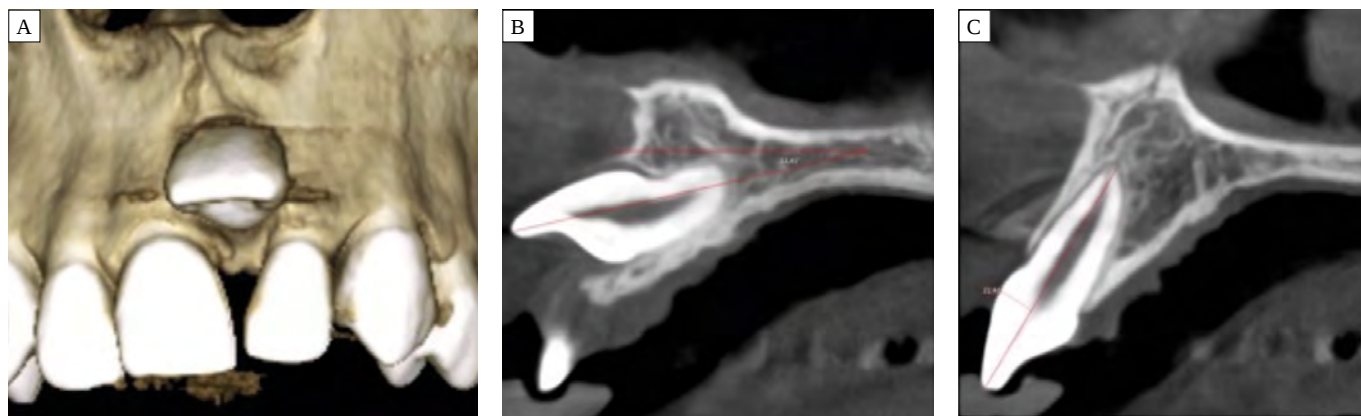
Estudio CBCT inicial (A). Angulación de 12,41 (B). Tabla vestibular delgada (C).
